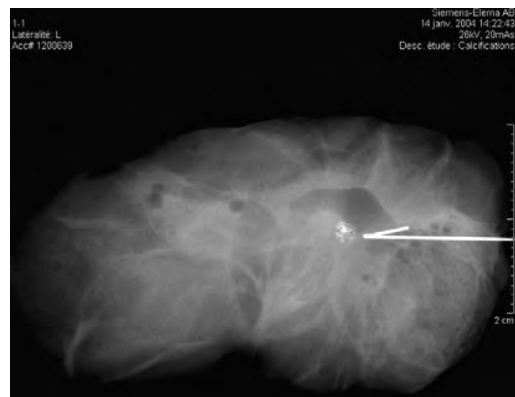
Radiographie d'une pose d'hameçon avant l'intervention chirurgicale pour microcalcifications du sein.
